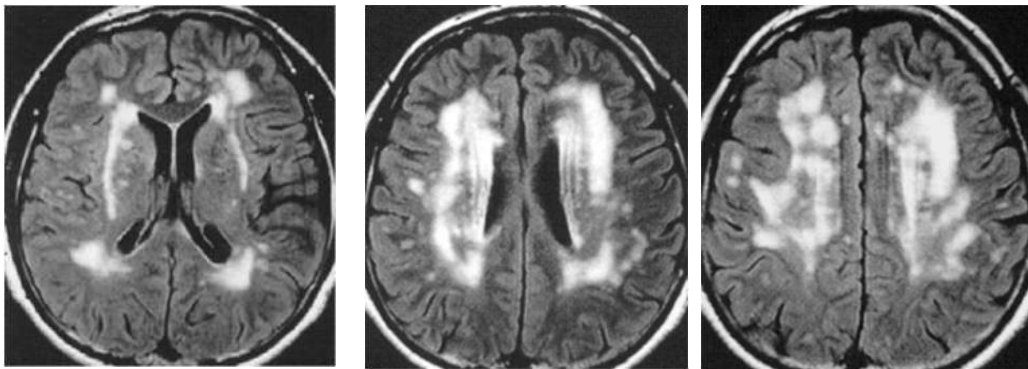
/. Lésions de leucoaraiose en IRM sur des séquences en FLAIR
